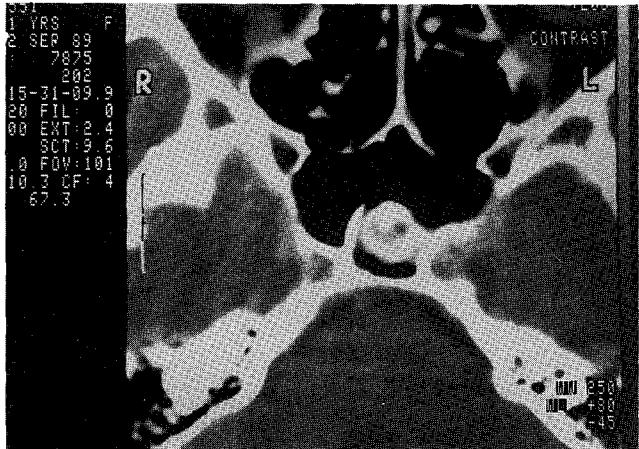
The CT image does not show any abnormality in right cerebellopontine angle region.
